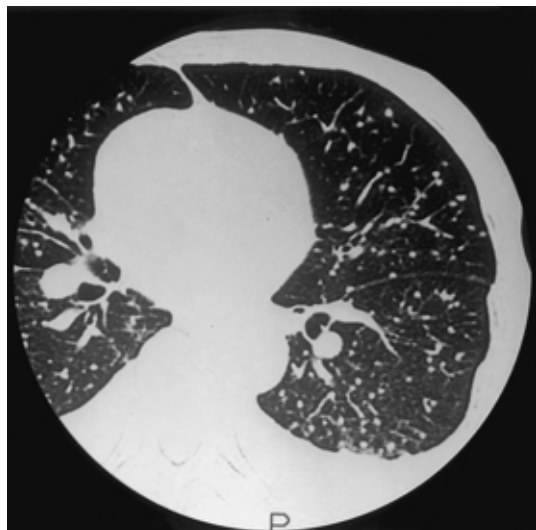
Chest CT scan obtained on admission showing diffuse nodular shadows in both lung fields (May 19, 1995).
